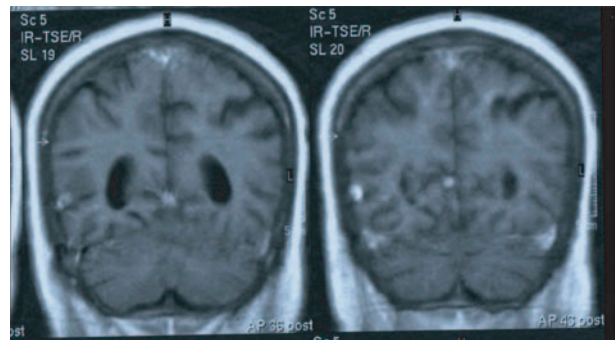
Imagens anulares com captação de contraste (RMN-CE)
